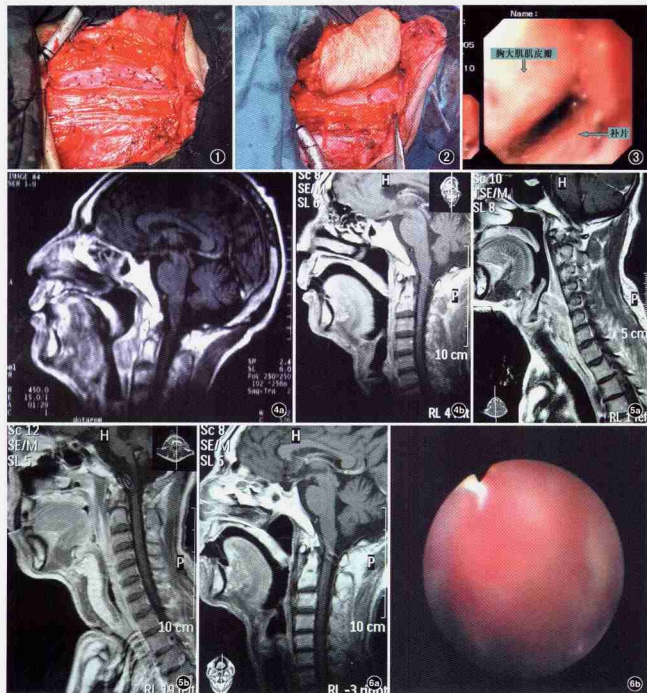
将 ADM 缝于椎前筋膜上 图 2 胸大肌肌皮瓣与 ADM 缝合形成管形咽喉 图 3 喉咽癌术后 21 d 胃镜检查, 见 ADM 与胸大肌皮瓣创缘愈合好 图 4 口、喉咽癌手术前后 MRI 矢状位片。a: 口咽和喉咽后壁见大块肿物突出; b: ADM 修复术后 30 d, 口咽和喉咽后壁恢复正常解剖形态 图 5 喉咽癌手术前后 MRI 矢状位片。a: 术前喉咽和颈段食管入口占位性病变, 并侵犯环后; b: 术后 30 d, 胸大肌肌皮瓣与 ADM 形成一喉咽腔 图 6 与图 4 同一患者术后 18 个月随访。a: MRI 矢状位片与图 4b 相似, 无肿瘤复发, 无瘢痕和挛缩; b: 喉镜检查见, ADM 修复区外观与正常黏膜相似, 无移植物挛缩和咽腔狭窄
